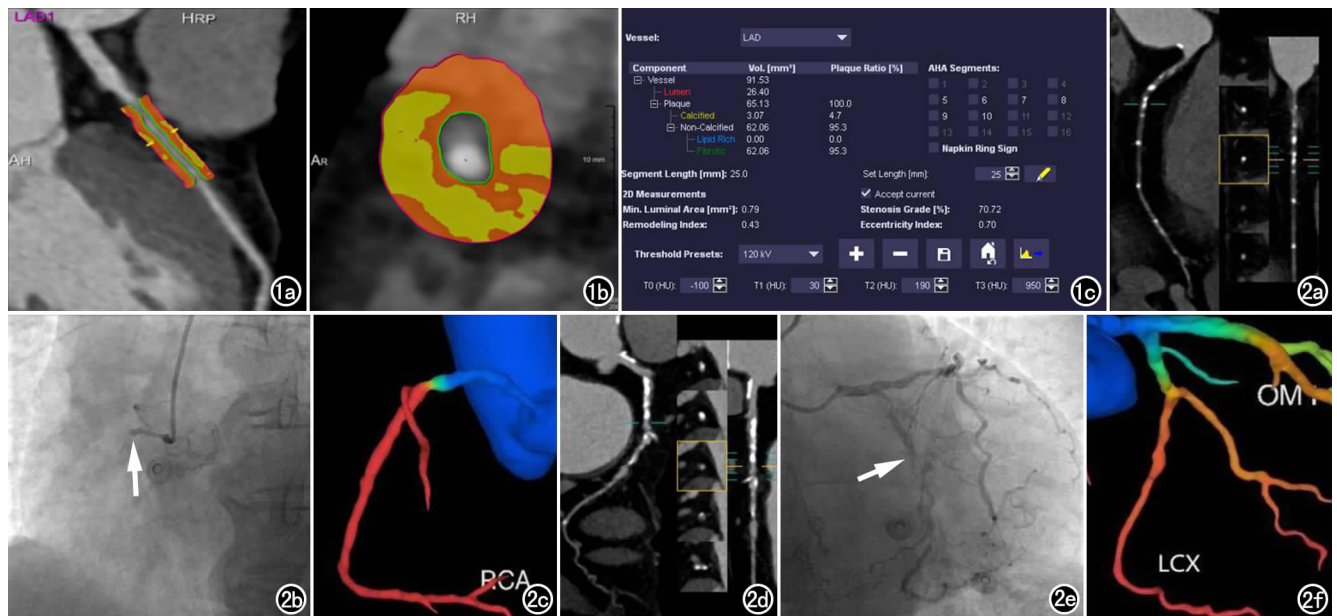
应用 Syngo.via 工作站分析冠脉斑块定量参数及 FAI 测量。图 2 女, 62 岁, 因急性胸痛 2 小时入院, a~c 为罪犯血管, d~f 为非罪犯血管。a) CCTA 右冠状动脉多平面重组图像; b) 冠脉造影图像, 狭窄率为 100% (箭); c) FFRct 测量图; d) CTA 左回旋支多平面重组图像; e) 冠脉造影图像, 狭窄率为 65% (箭); f) FFRct 测量图。
